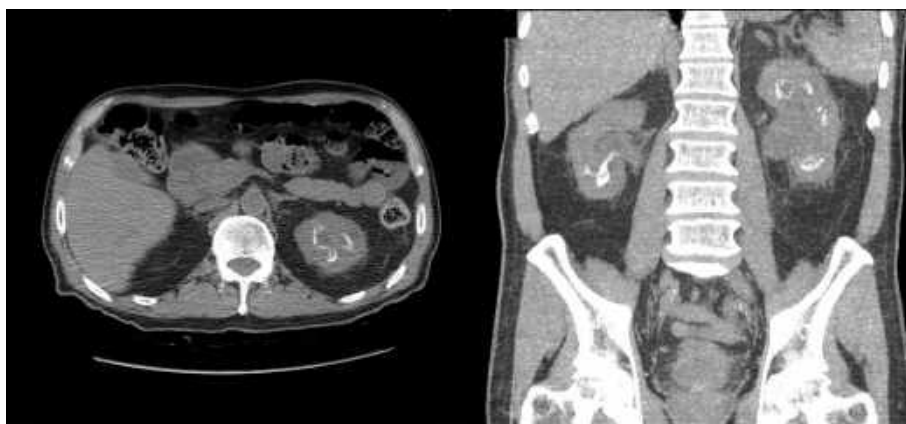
Imagen típica de pielitis incrustante en la tomografía computarizada.
